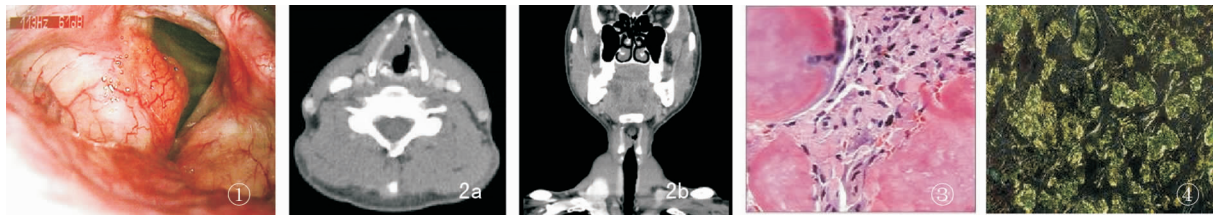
位于室带的淀粉样变,室带呈结节状突起或弥漫性黏膜下隆起 图 2 术前增强 CT 示左侧声带区肿物,强化不明显,甲状软骨未见破坏 a:水平位;b:冠状位 图 3 固有层结缔组织内见淀粉样物为无细胞、均匀、红色、片状物,弥漫于细胞外间质 (HE $\times 100$) 图 4 喉淀粉样变组织偏振光下呈特征性的苹果绿双折射
